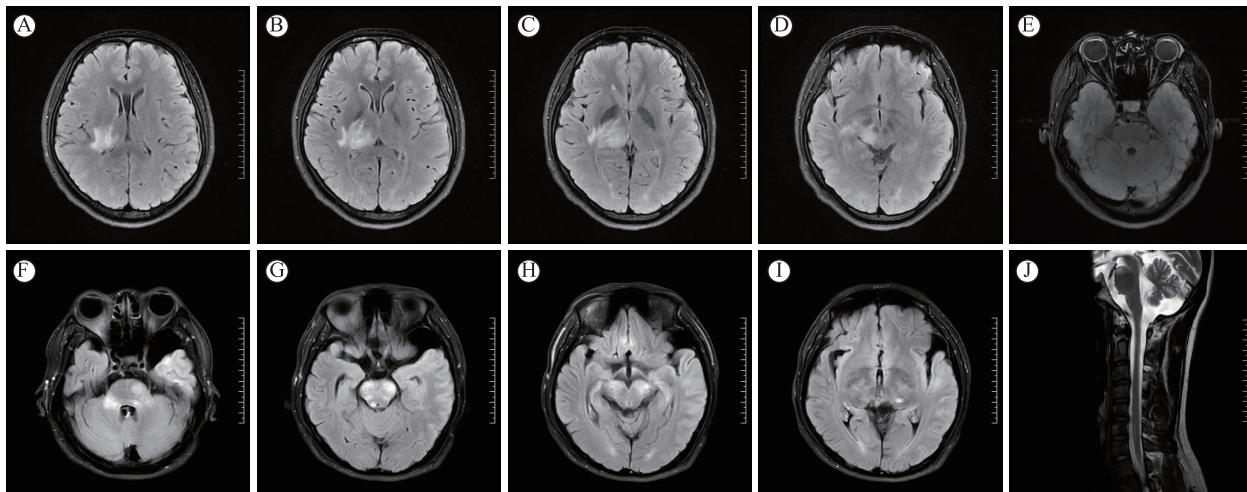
MRI/T₂-液体衰减反转恢复(Fluid Attenuated Inversion Recovery, FLAIR) A-E 为例 1 头颅;F-I 为例 3 头颅;J 为例 3 颈胸髓
